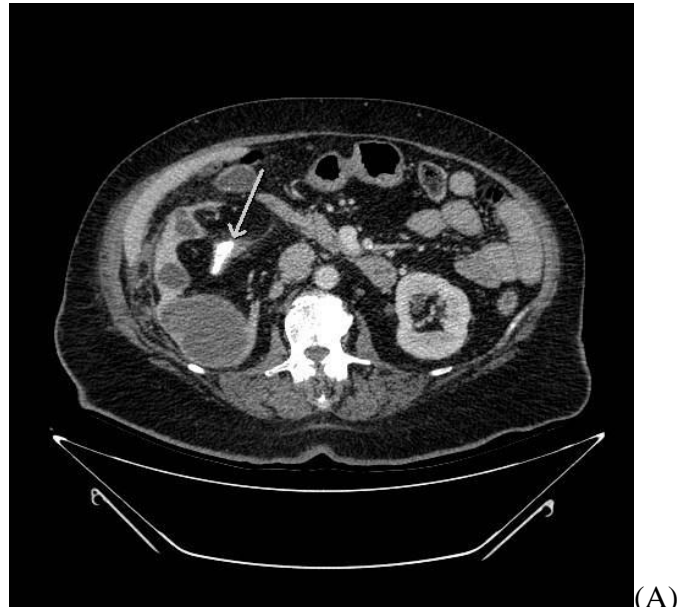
30.5b: TC no plano axial (em A) e coronal (em B) demonstra dilatação dos sistema coletor do rim direito, com presença de cálculo de estruvita, abscessos, distorção da arquitetura renal e acúmulo de gordura.
